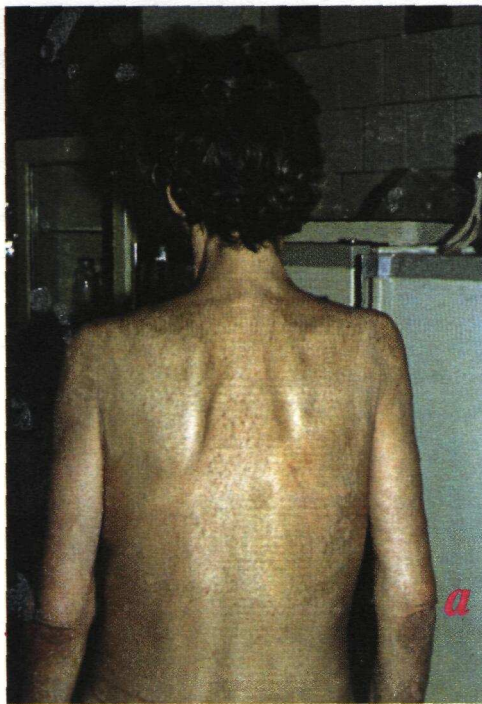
Больная с правосторонним экссудативным плевритом. Заметны увеличение в объеме правой половины грудной клетки (а), отечность кожи и подкожной клетчатки. На прямом рентгеновском снимке (б) определяется большое количество жидкости в правой плевральной полости.
